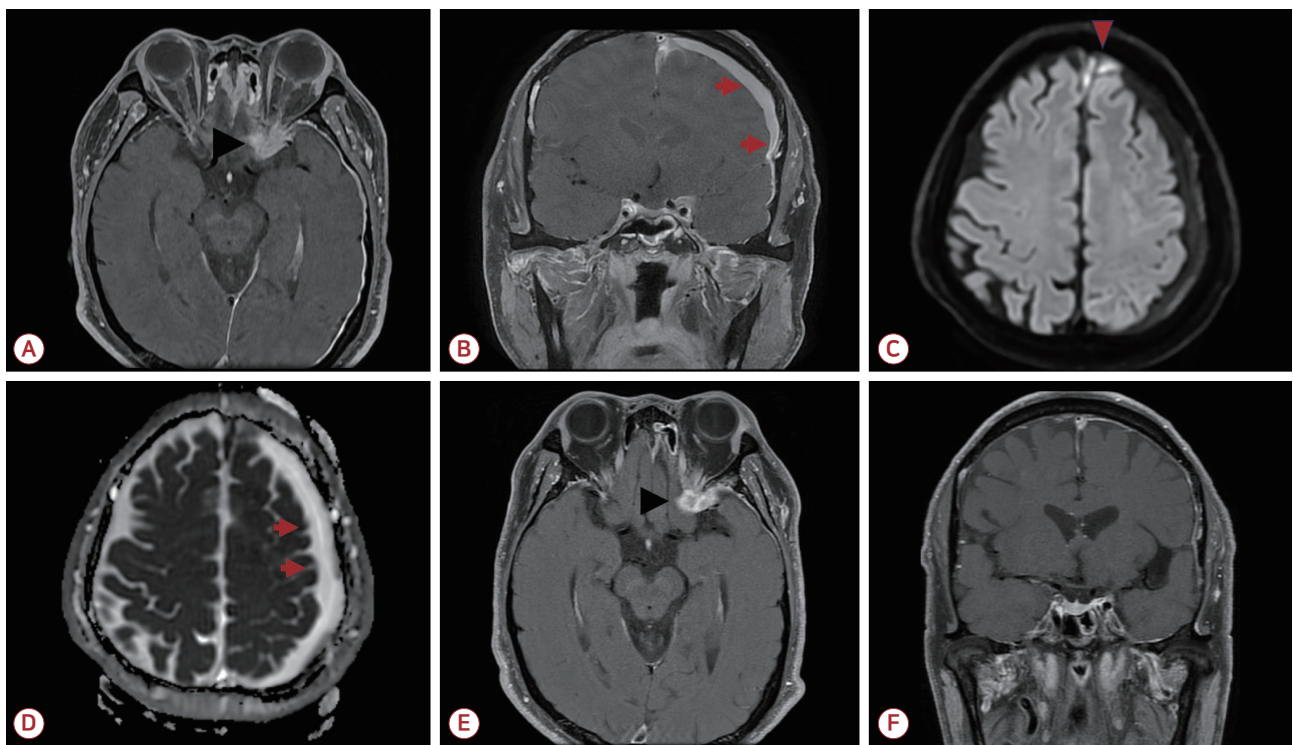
Brain MRI to evaluate orbital apex syndrome (A-D) and follow-up MRI after 3 months of antibiotic treatment (E, F). (A) Axial contrast-enhanced T1-weighted images reveal enhancement at the left orbital apex (black arrowhead) and pachymeningeal enhancement. (B) A subdural collection (arrows), partially enhanced by contrast, is observed in the left frontoparietal lobe. (C) A high signal lesion (red arrowhead) is noted around the left frontal lobe on the DWI, and (D) a prominent high signal lesion (arrows) is detected along the left hemisphere on the ADC maps, consistent with subdural empyema. (E) The enhancing lesion at the left orbital apex (black arrowhead) persists. (F) However, the subdural collection has mostly disappeared after 3 months of antibiotic therapy. MRI; magnetic resonance imaging, DWI; diffusion-weighted image, ADC; apparent diffusion coefficient.
